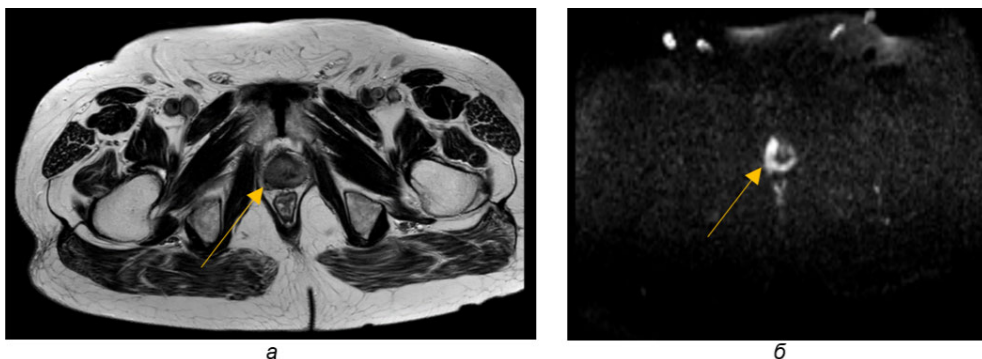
МРТ в аксиальной проекции, T2-ВИ (а) и DWI (б) (2022 г.). Определяется объемное образование с патологической рестрикцией диффузии, расположенное преимущественно в правых отделах (отмечено стрелками)
